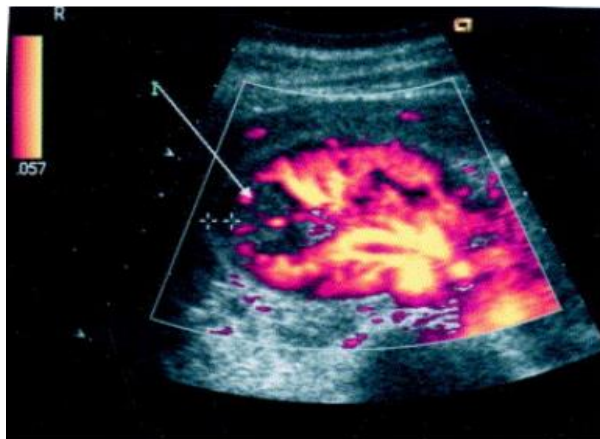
Échographie rénale d'un enfant de 7 ans, traité pour une VUP. Le rein est petit, hyperéchogène et la différenciation corticomédullaire n'est plus visible d'après [95].*
